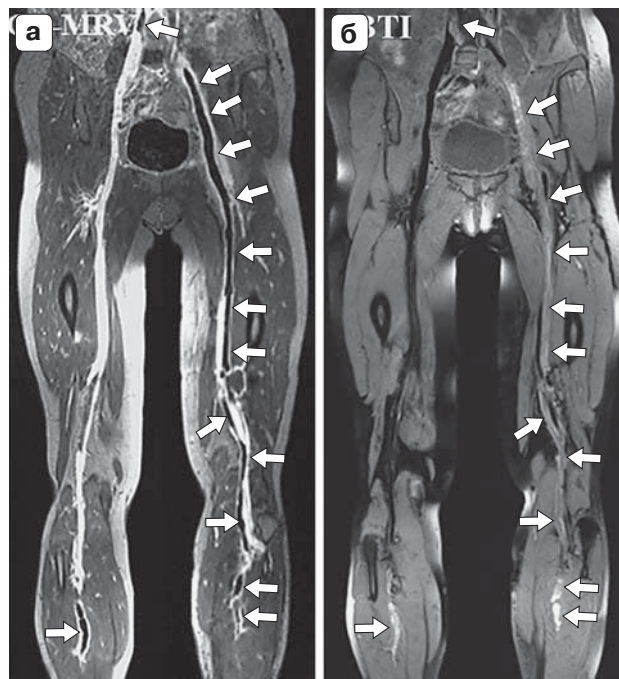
Сравнительный анализ использования контрастно-усиленной гадолинием Gd-CE MRV в режиме 3D с использованием градиентной импульсной последовательности GRE в T1-взвешенном изображении (а) и методом "черной крови" (Black-Blood Thrombus Imaging – BBTI) в режиме 3D с использованием последовательности турбо-спин-эхо (turbo-spin-echo – TSE) и обработкой изображения в режиме подавления венозного кровотока (Delay Alternating with Nutation for Tailored Excitation – DANTE) в T1-взвешенном изображении (б). MRI – визуализация протяженного тромбоза подвздошной, бедренной, подколенной и тиббиальных вен левой нижней конечности (показано стрелками) (по [77]).
